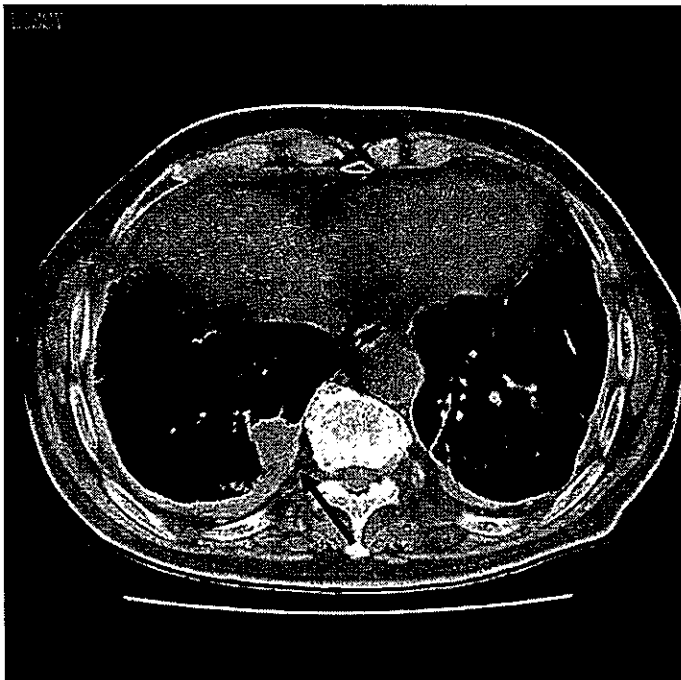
胸部 CT 肺野条件にて右肺底部に円形無気肺(→) 両側肺に crow's feet sign を認める。
